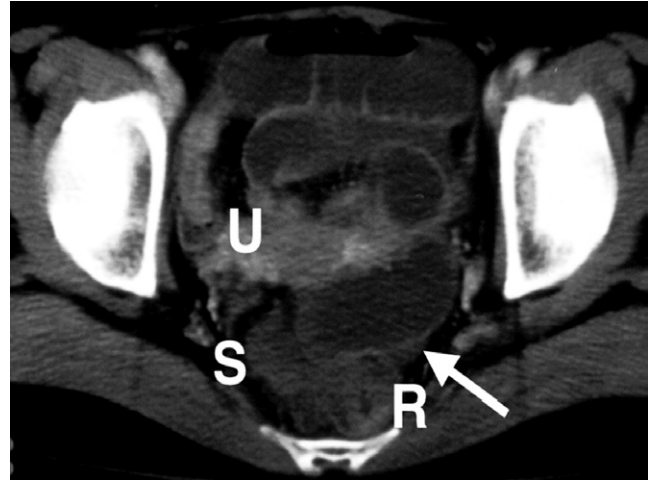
TAC contrastado que muestra el recto (R) y el sigmoide (S) con compresión dorso lateral y el útero (U) con compresión ventral. La flecha muestra asas enterales dilatadas.
